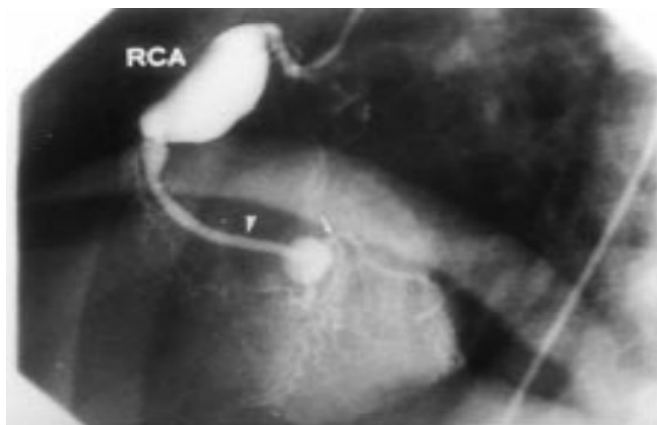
Upper panel: selective right coronary angiogram showing a fusiform aneurysm at the proximal to mid portions of the right coronary artery (segments 1 and 2) and a saccular aneurysm of the distal portion (segment 3) in a one year old boy. Lower panels: cross sectional echocardiograms from the same patient, showing good correspondence with the angiogram. The left and right images were obtained from modified subcostal views and the middle image from a modified apical view. AN, aneurysm; RCA, right coronary artery.
